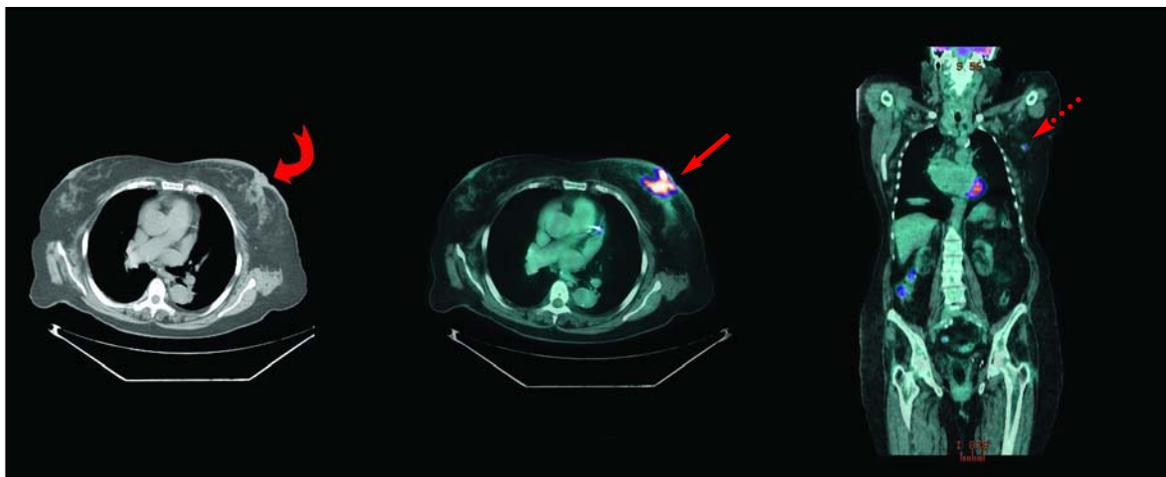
Estudio PET/CT donde se observa tumoración mamaria maligna izquierda con retracción del pezón (flecha curva) en la tomografía computada, y en la tomografía por emisión de positrones, donde se realiza el tumor por la captación del radiofármaco (flecha corta), y con metástasis a un ganglio de la axila (flecha punteada).
